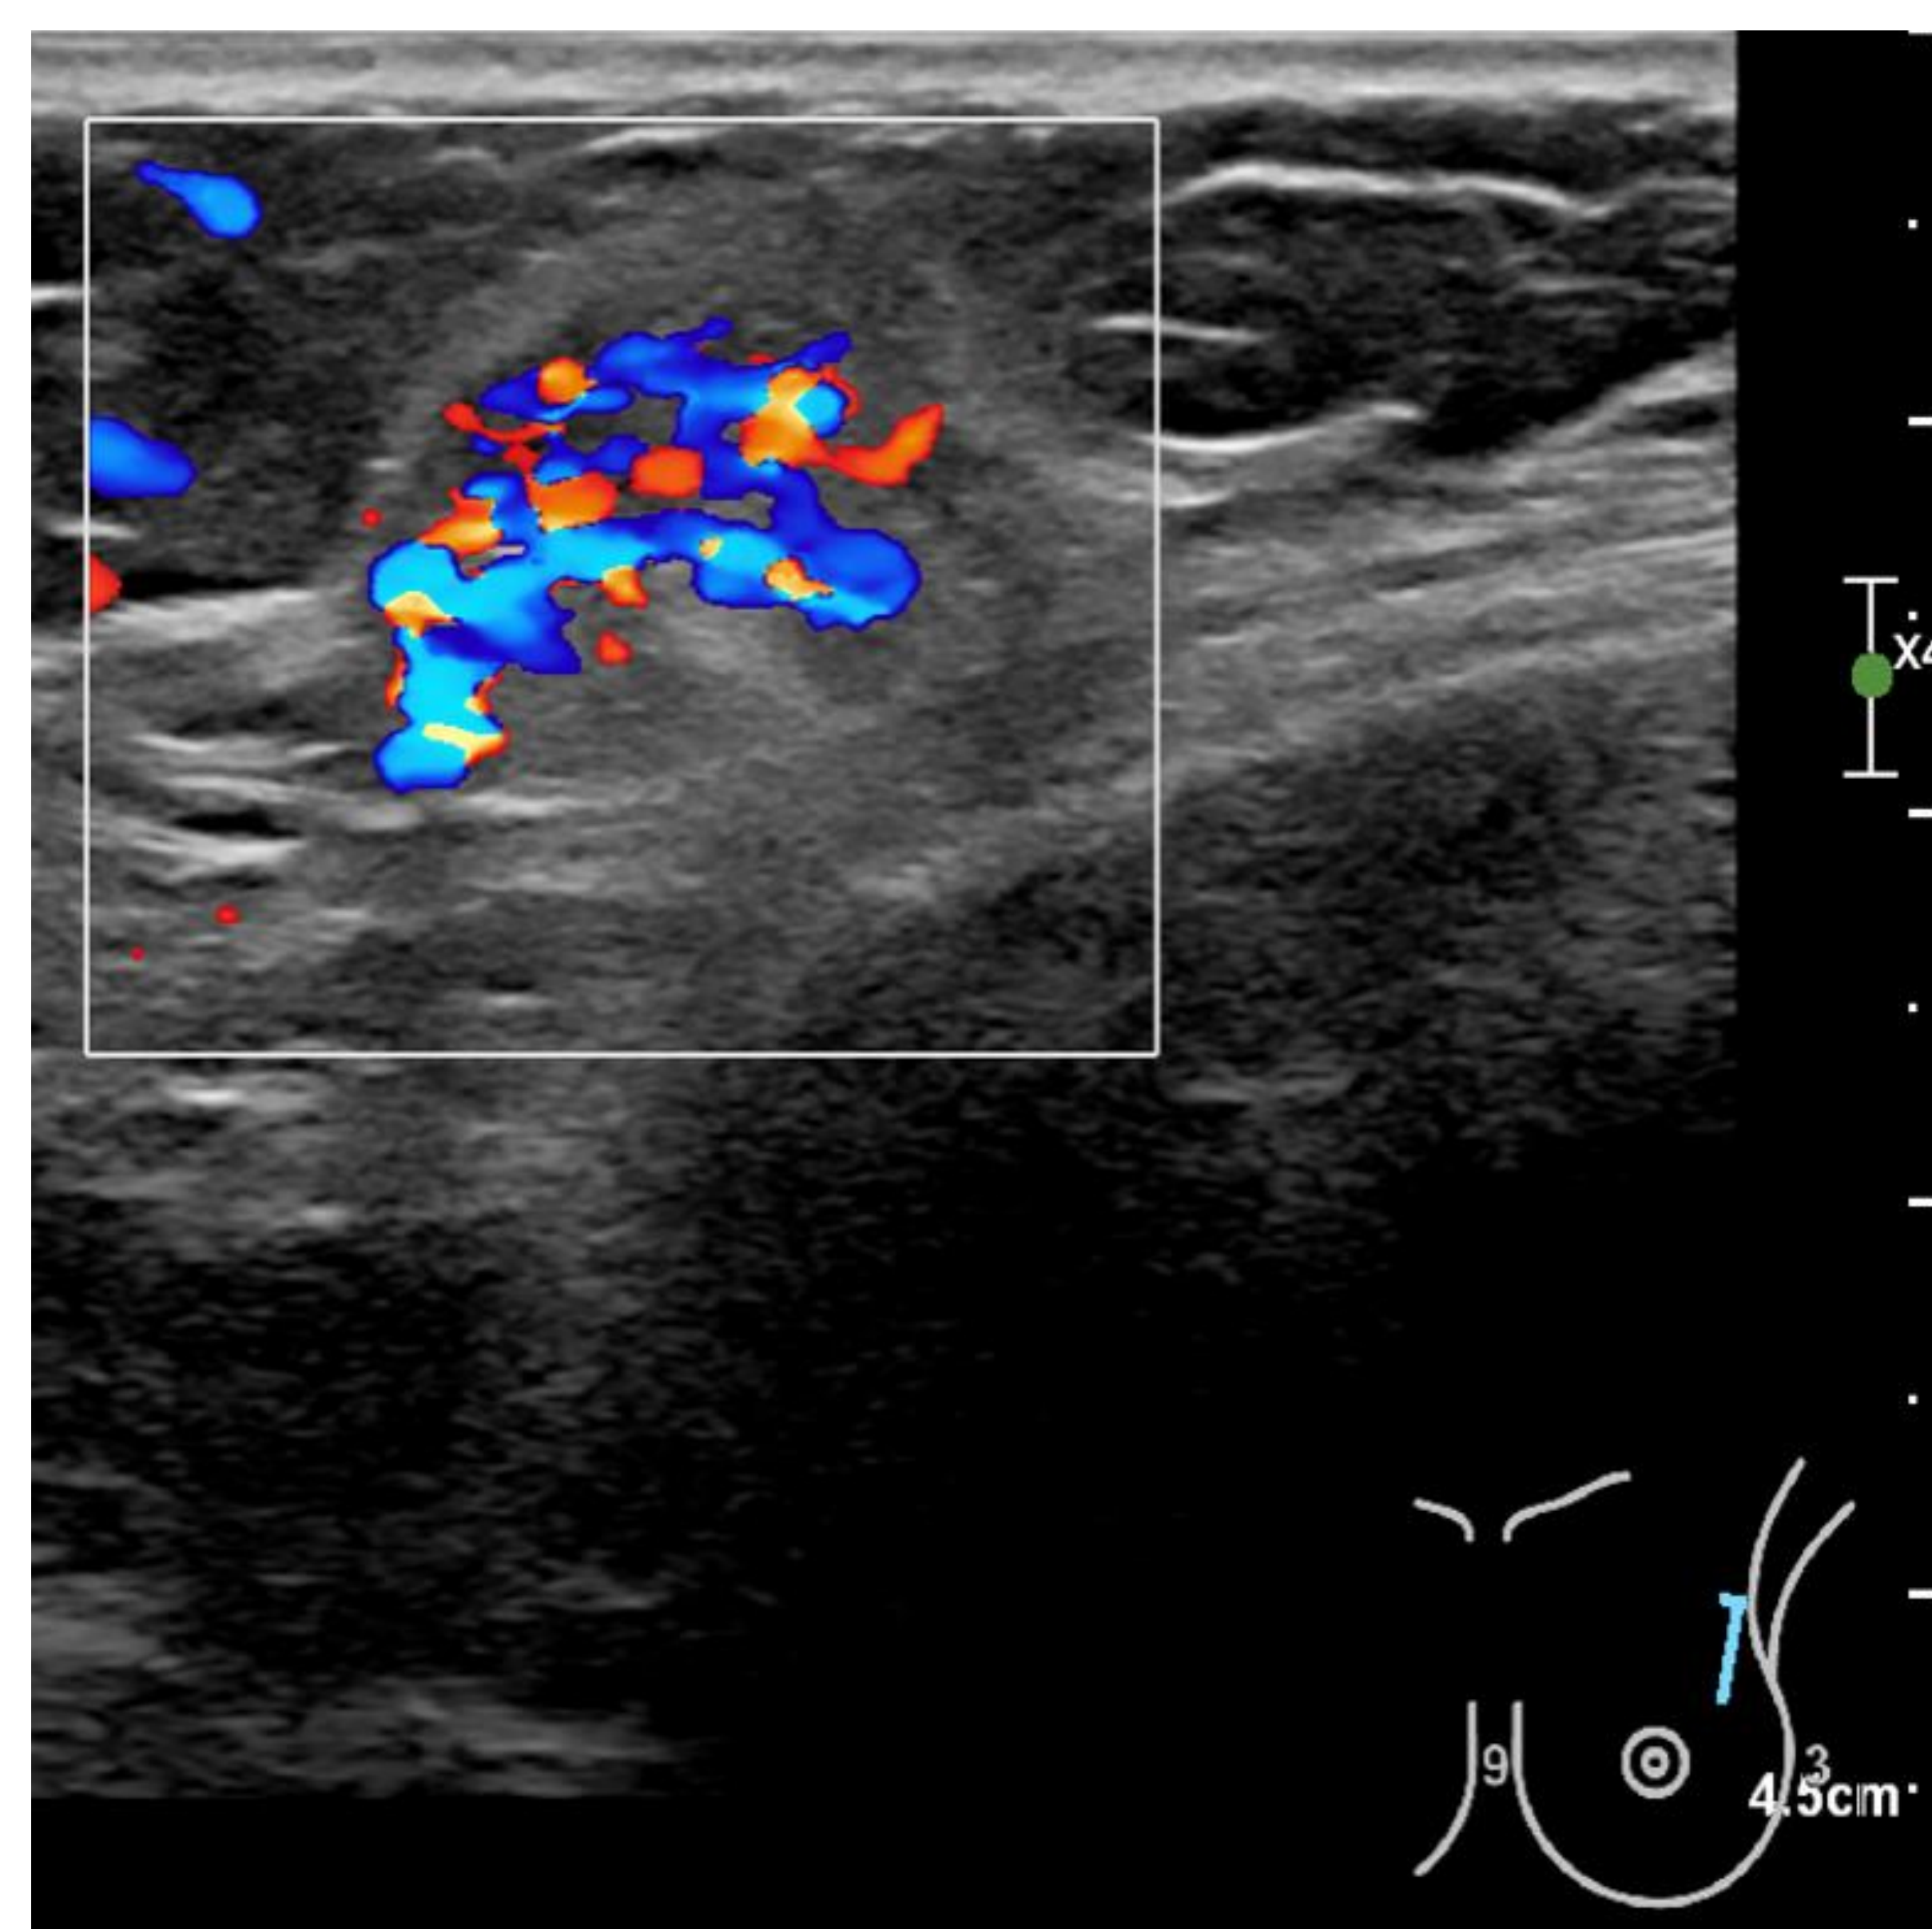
Paciente con antecedente de rotura de prótesis extracapsular izquierda con recambio de prótesis que se palpa un nódulo en el cuadrante superoexterno de dicha mama. En la ecografía se identifica un nódulo de ecoestructura heterogénea con abundante vascularización en el estudio Doppler, se etiqueta como BI-RADS 4a. En la RM mamaria, en la imagen coronal potenciada en T2, se identifica la lesión nodular de bordes irregulares localizada adyacente a la prótesis. Tras la administración de contraste observamos en el estudio de sustracción una captación del nódulo, también existe captación de la cápsula de la prótesis. El estudio histológico reveló que se trataba de una adenopatía con linfadenitis granulomatosa con reacción a cuerpo extraño a silicona.
